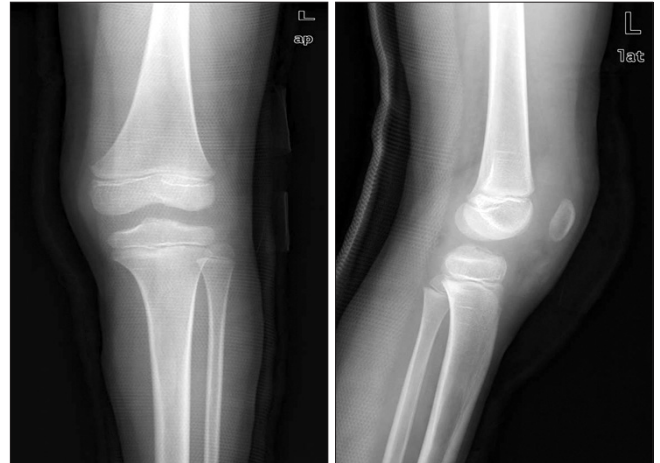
Post-operative radiographs show reduction of the anterior cruciate ligament avulsion fracture.
